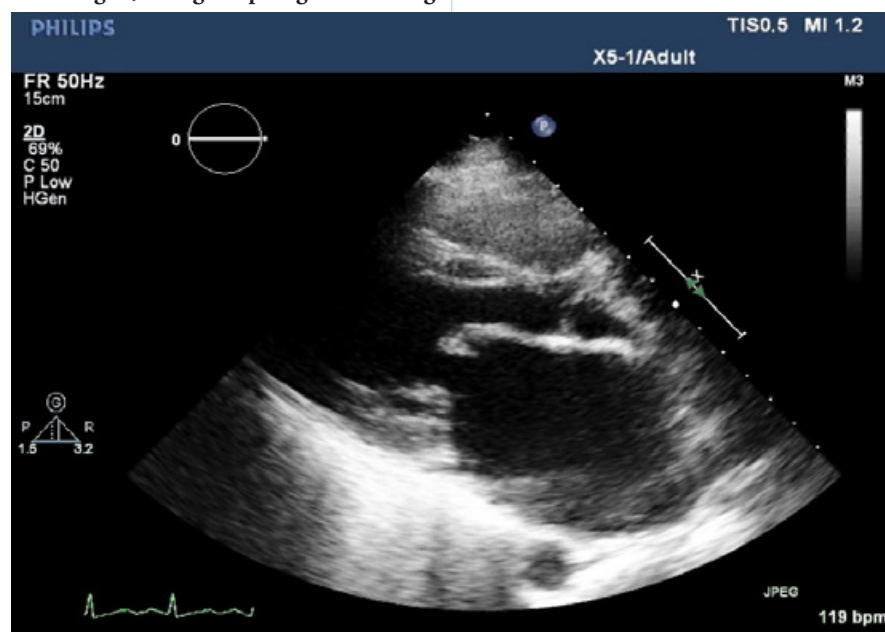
Parasternal langakse endediastolisk. Ein ser dilatert venstre atrium, god opning av mitralsegl og fortjukka/inflammerte mitralklaffar.
